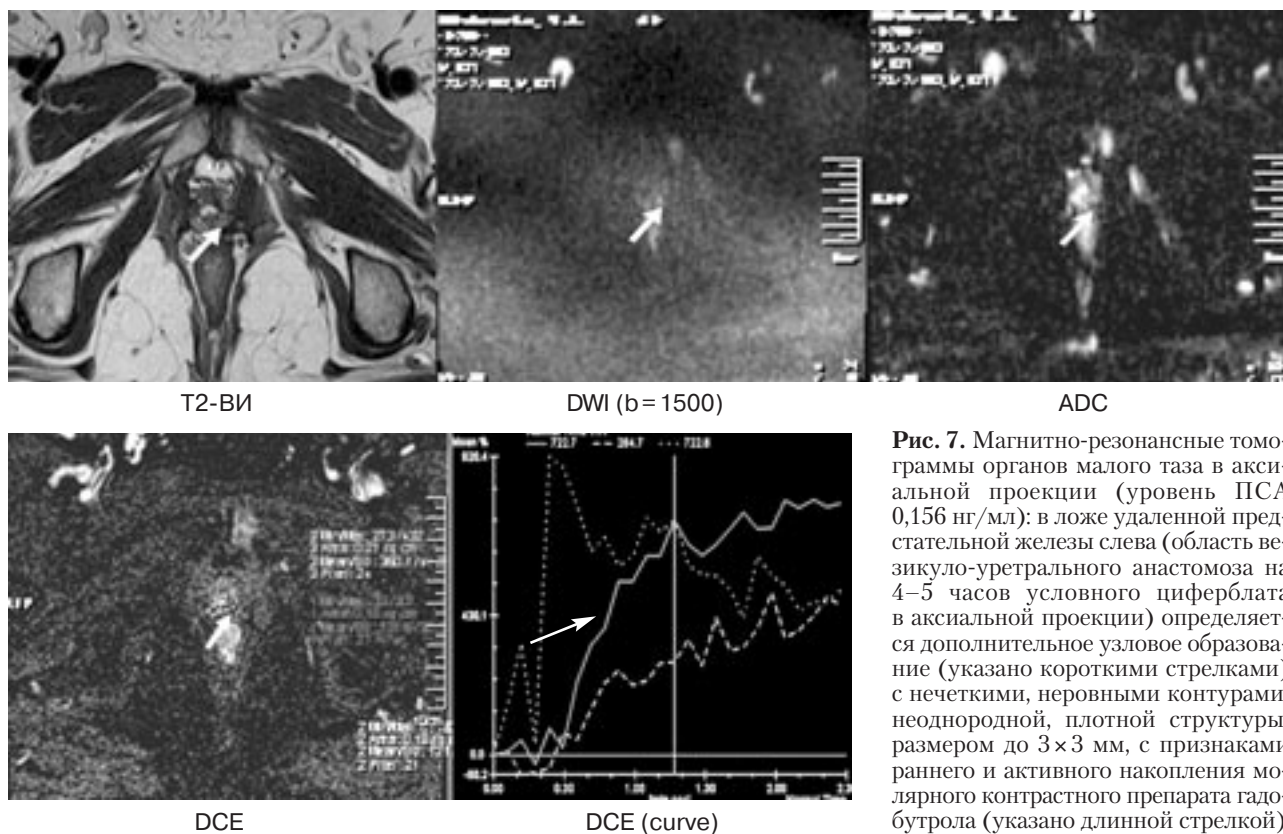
Магнитно-резонансные томограммы органов малого таза в аксиальной проекции (уровень ПСА 0,156 нг/мл): в ложе удаленной предстательной железы слева (область везикуло-уретрального анастомоза на 4–5 часов условного циферблата в аксиальной проекции) определяется дополнительное узловое образование (указано короткими стрелками) с нечеткими, неровными контурами, неоднородной, плотной структуры, размером до 3×3 мм, с признаками раннего и активного накопления молярного контрастного препарата гадо-бутрола (указано длинной стрелкой)
